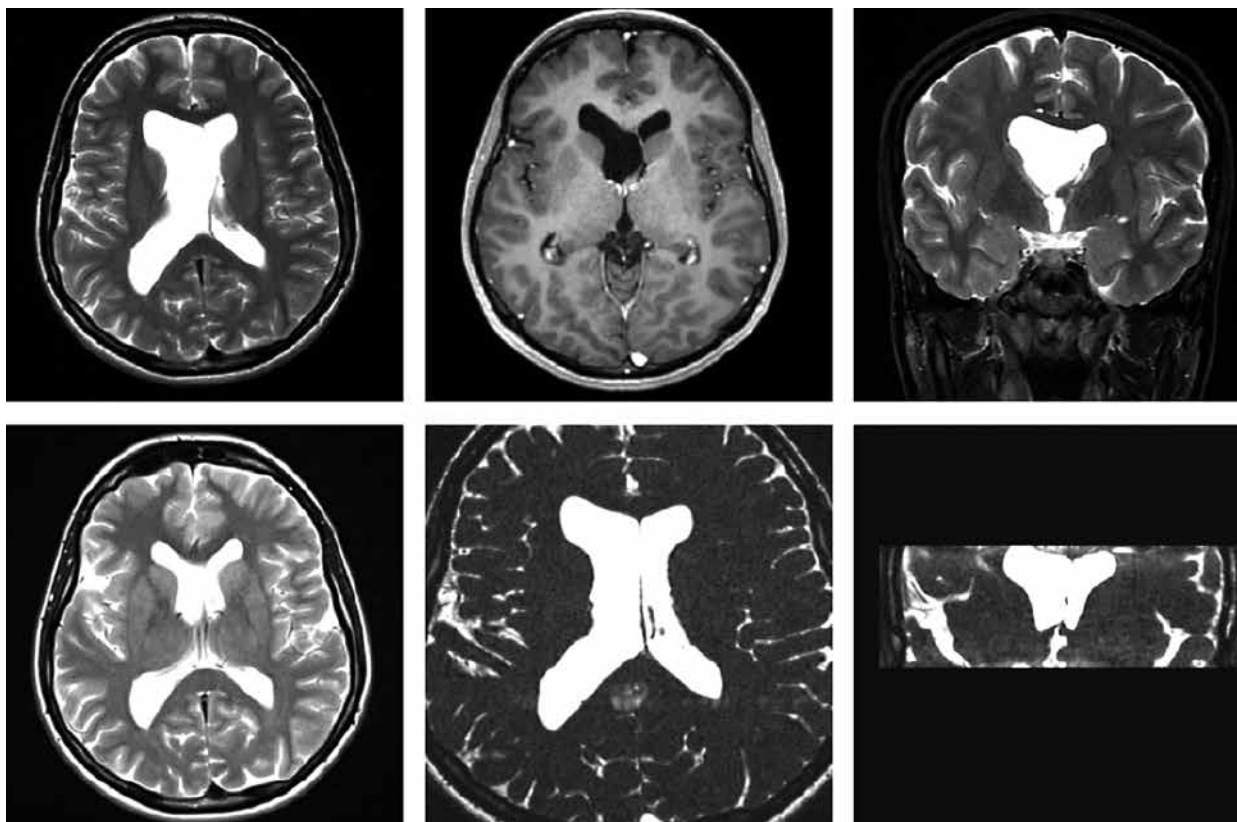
Верхний ряд: МРТ головного мозга пациентки Б. до операции. Определяется расширение правого бокового желудочка, отсутствие опухолевого процесса в области ОМ, дислокация прозрачной перегородки в сторону левого бокового желудочка. Нижний ряд: МРТ головного мозга пациентки Б. через 1 год после операции. Размеры правого бокового желудочка уменьшились, хотя он остается несколько шире, чем левый; прозрачная перегородка (определяется дефект — септостомия) расположена по средней линии
